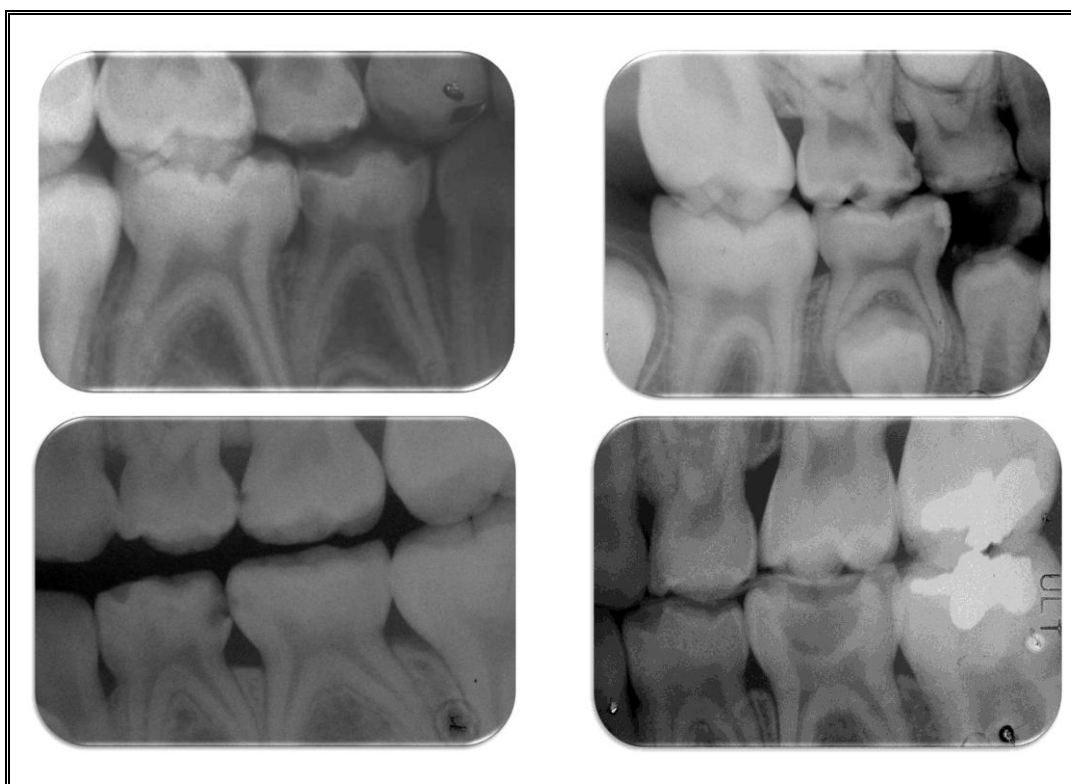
Radiografias intra-orais nas que se podem observar molares temporários afectados por lesões de cárie.
